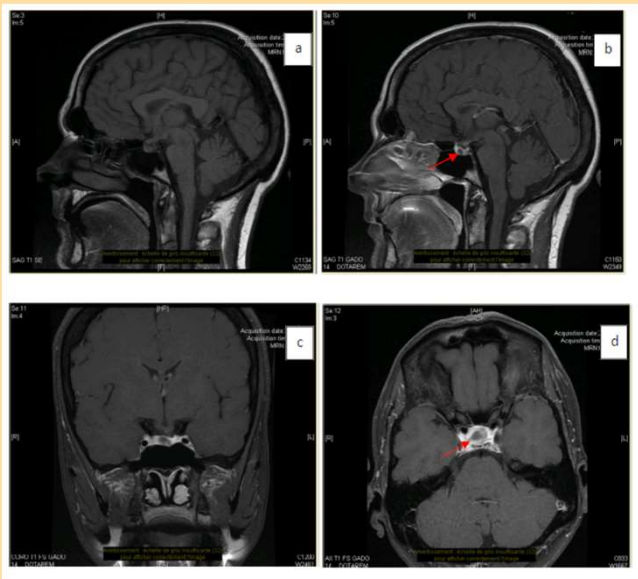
IRM cérébrale. a) coupe sagittale T1 ; b) coupe sagittale T1+Gadolinium ; c) coupe coronale T1+Gadolinium ; d) coupe axiale T1+Gadolinium.
